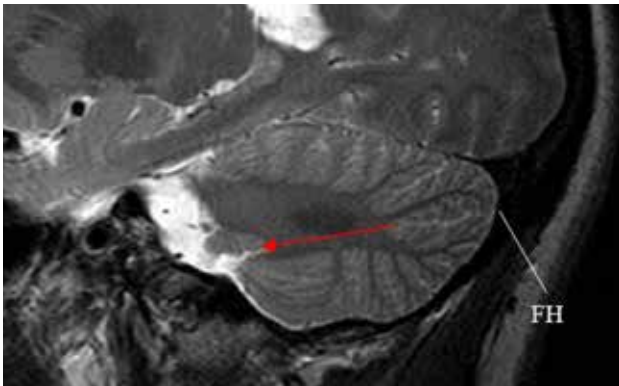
RMN de encéfalo. Corte sagital paramediano. La FH es la fisura más profunda en la cara suboccipital del cerebelo. El núcleo dentado se encuentra por encima de la proyección de la FH (flecha roja).
